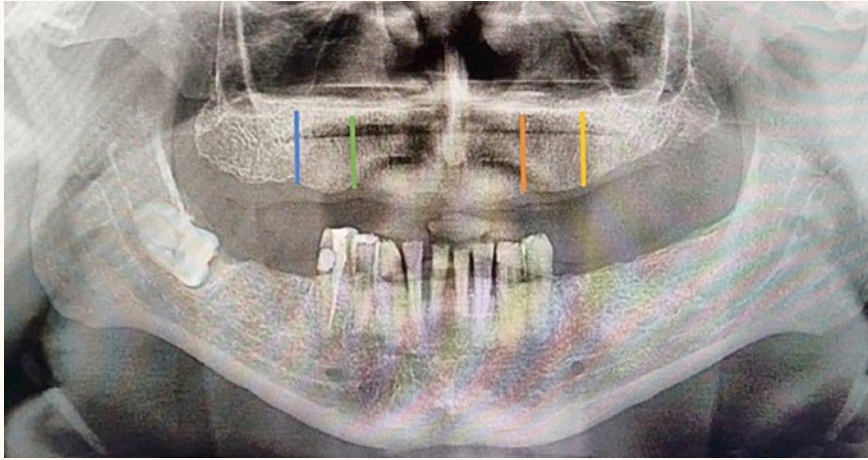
Ortopantomografía con análisis de la conveniencia implantológica.
